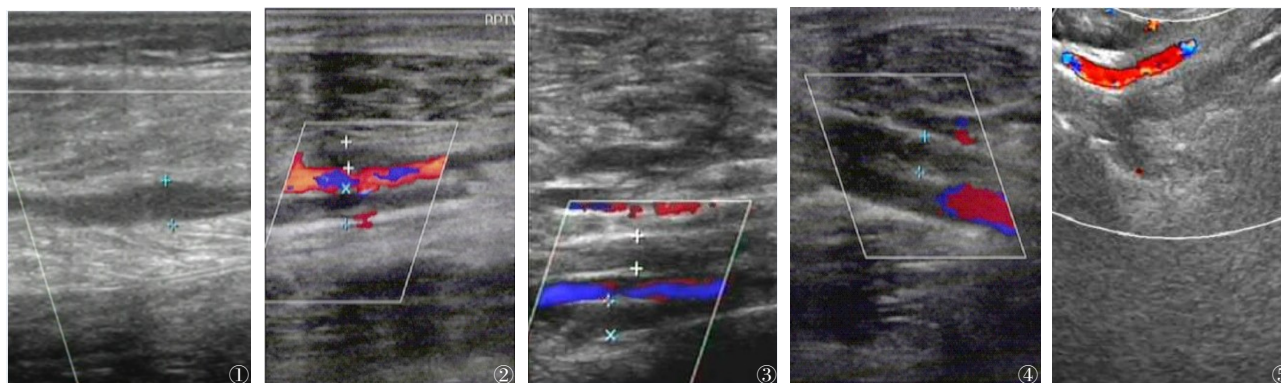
~5 不同部位血栓超声检查图片。图1 女性,57岁,因右膝重度骨关节炎行右膝TKA,术后B超检查示肌间静脉血栓,血管管壁毛糙;图2 男性,65岁,因右膝重度骨关节炎行右膝TKA,术后B超检查示左下肢胫后静脉血栓,血管内成中等回声,内径呈不等增宽;图3 女性,61岁,因左膝重度骨关节炎行左膝TKA,术后B超检查示腓静脉血栓,血管内充盈不连续,存在缺损;图4 女性,70岁,因左膝重度骨关节炎行左膝TKA,术后B超检查示右下肢腘静脉血栓,可见低回声充盈,血管内径呈不等增宽;图5 男性,59岁,因右膝重度骨关节炎行右膝TKA,术后B超检查示左下肢腓静脉血栓,血管内径增宽不等,呈现低回声
